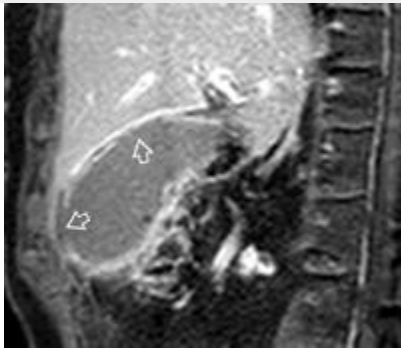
colecistitis gangrenosa aguda debido a un cálculo impactado en un hombre de 70 años de edad con dolor en hipocondrio derecho y fiebre alta. La RM se realizó debido a los resultados de Estados Unidos y la TC fueron concluyentes en cuanto a los síntomas severos. (a, b)axial con supresión grasa T2 (a) y la supresión de la grasa potenciada en T1 (b)imágenes muestran engrosamiento irregular de la vesícula biliar pared con pequeñas áreas de alta intensidad de señal (flecha). La bilis hiperintensidad en la imagen ponderada en T1 con supresión grasa (b)es sugestiva de la bilis concentrada. (c) Imagen axial ponderada en T1 con supresión grasa con contraste muestra un realce no homogénea de la pared de la vesícula irregularmente engrosada y la falta de mejora en la fondo de ojo (flecha). (d) sagital imagen ponderada en T1 con supresión grasa con contraste muestra que la capa de la mucosa se interrumpe en la vesícula biliar del fondo de ojo y el cuerpo (flechas).MR colangiopancreatografía mostró un cálculo impactado en el cuello de la vesícula.
